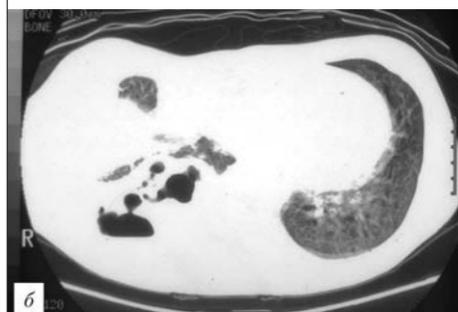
Рентгенограма грудної клітки: правостороння емпієма плеври (а). Комп'ютерна томограма грудної клітки (той же пацієнт): правостороння емпієма плеври з наявністю повітря, консолидацією нижньої долі правого легкого з багатьма абсцесами (б)
